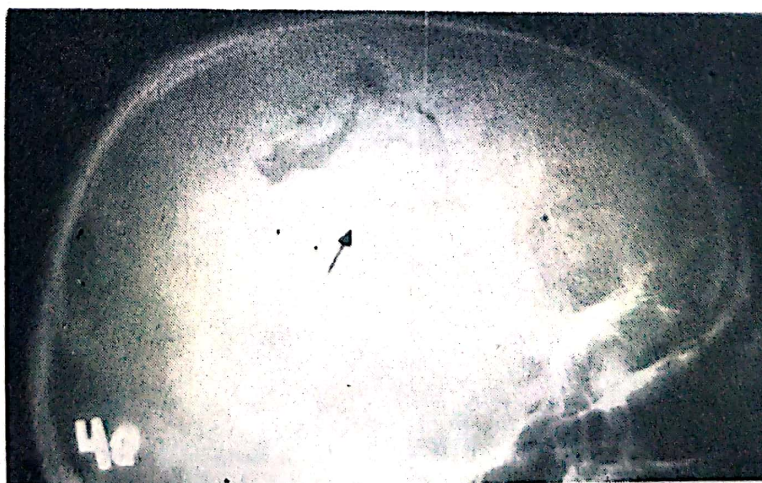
G — Radiografie de craniu, profil stîng. Zonă de fractură cominutivă cu înfundare, parietal anterior
